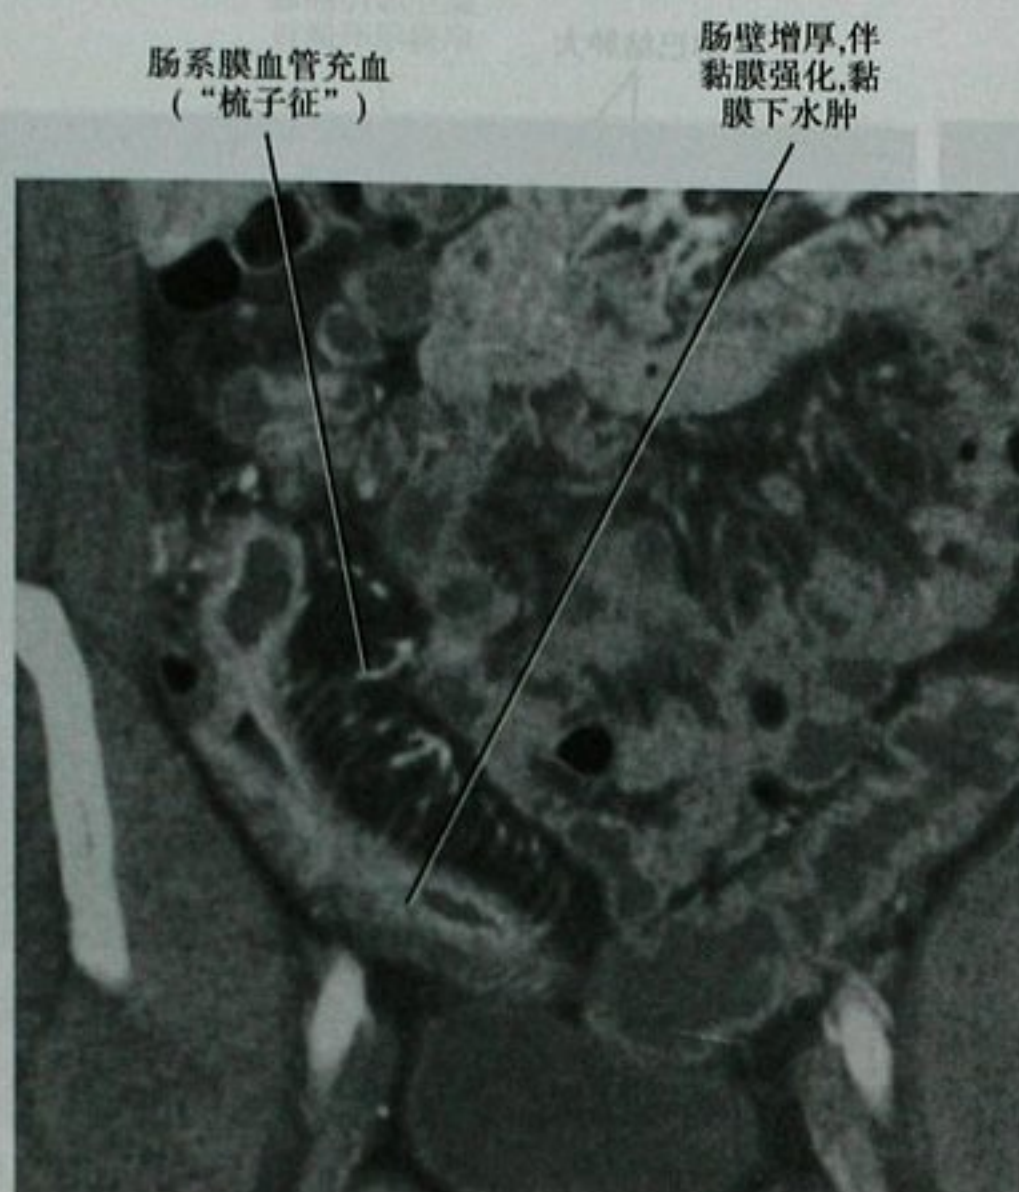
克罗恩病,腹部和盆腔增强 CT 冠状位重建显示“梳子征”
